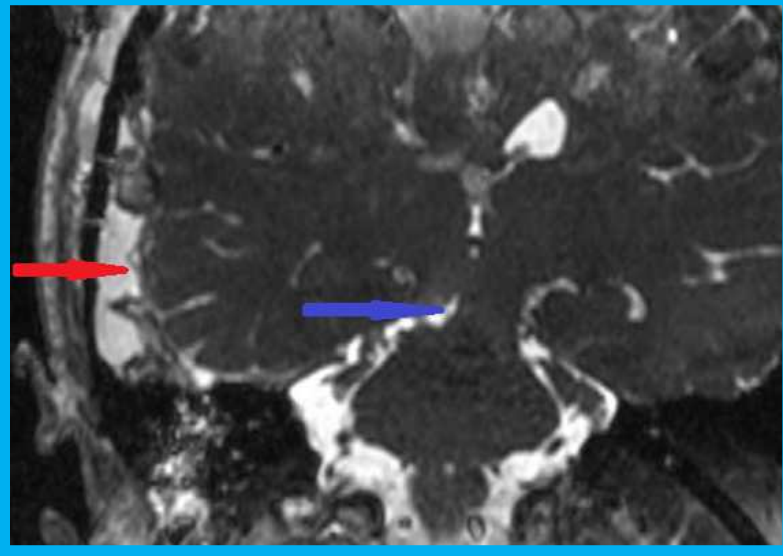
In der postoperativ angefertigten MRT – Diagnostik zeigt sich in den CISS (4.1, 4.2 und 4.3), T2 – (4.4), als auch T1 – gewichteten (4.5) Sequenzen eine vollständige Resektion der Kavernommatrix. Ferner zeigt sich der gewählte schmale transparenchymatöse Zugangsweg (jeweils blauer Pfeil) als auch ein postoperatives subdurales Hygrom links temporal (jeweils roter Pfeil).
